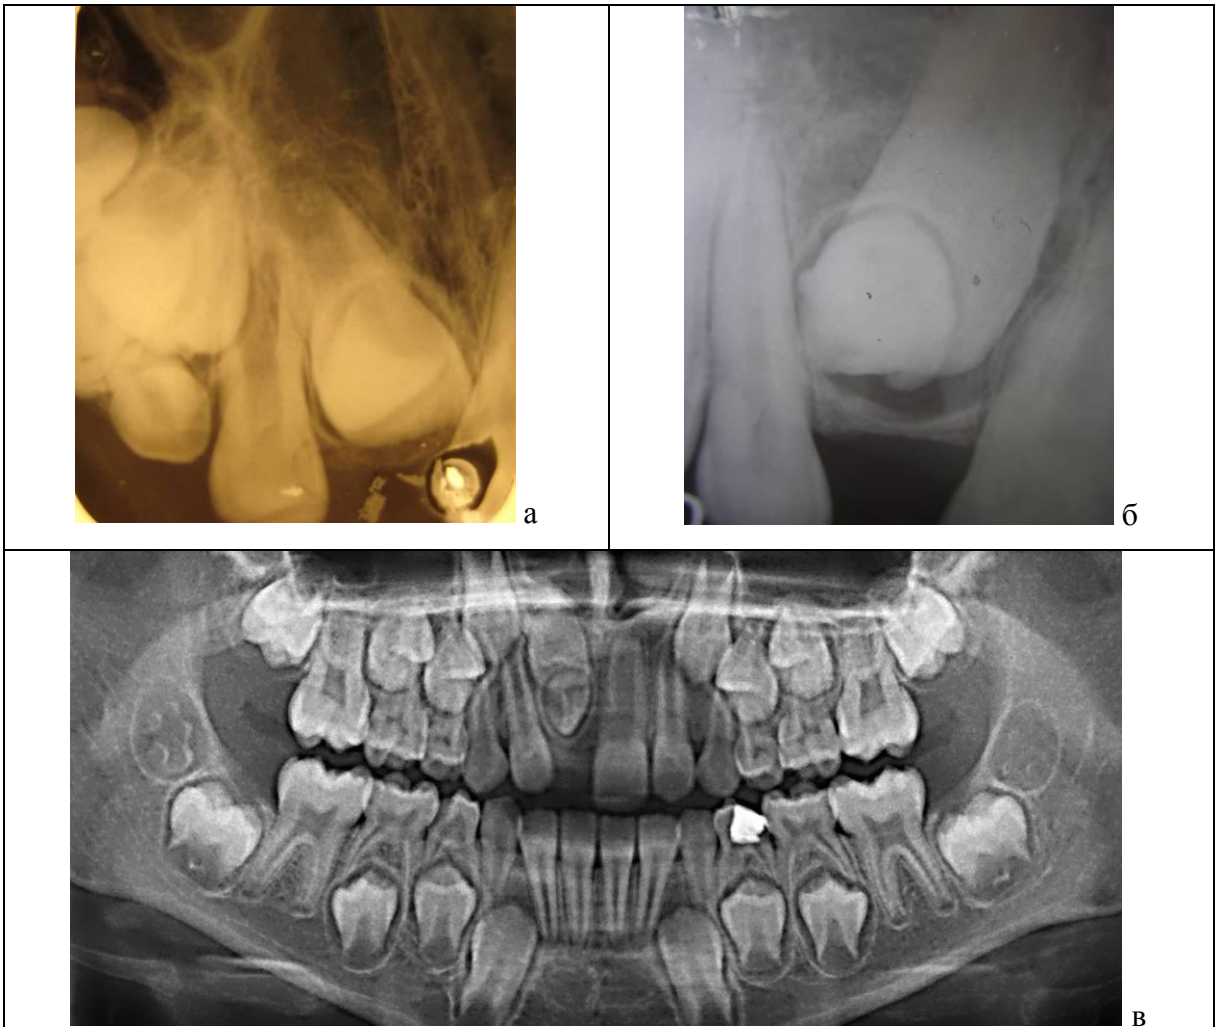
Рентгенологічна картина кістозних одонтом в ділянці 21 (а) та 11 (б, в) зубів (власні спостереження)
